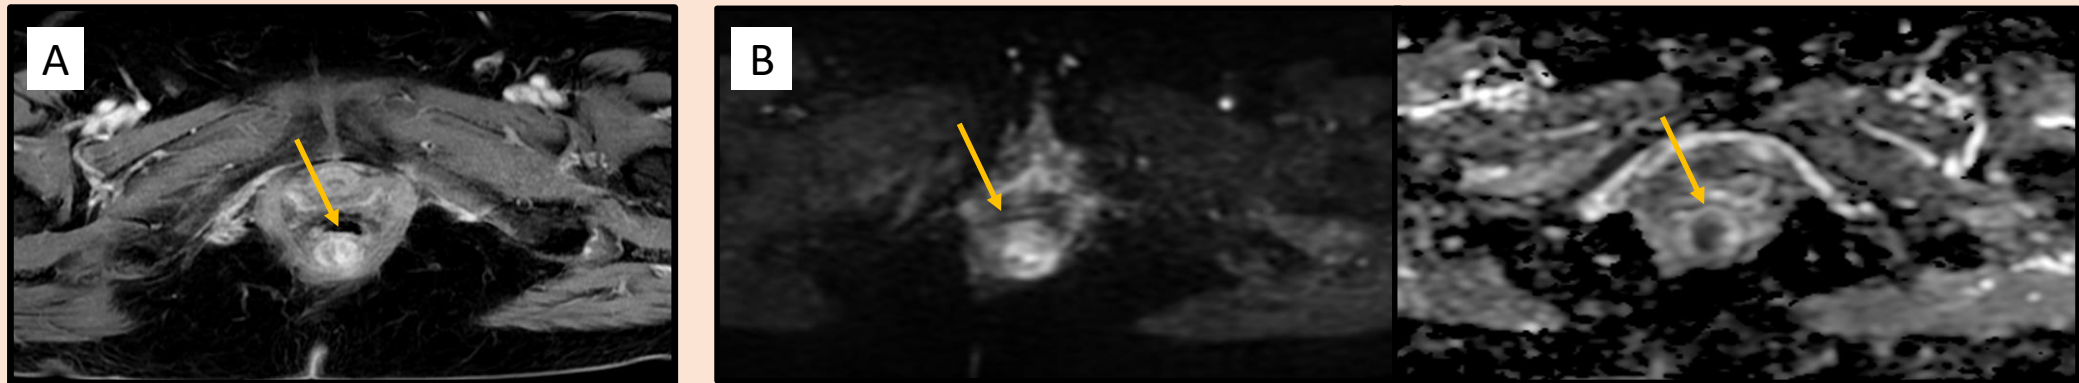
RM RECTO. Fase arterial (A) y Difusión (B).
